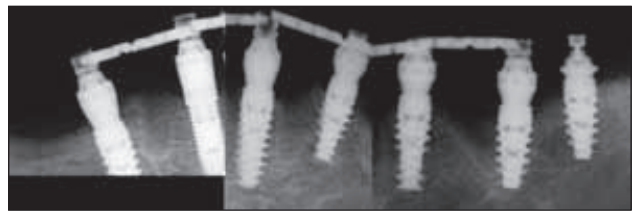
/ Radiographie rétroalvéolaire à la pose de la prothèse provisoire. Noter le renfort métallique, les implants cylindriques Replace et les implants coniques autoforants NobelActive® posés dans des sites de moindre qualité osseuse ainsi que l'implant non inclus dans la temporisation.
